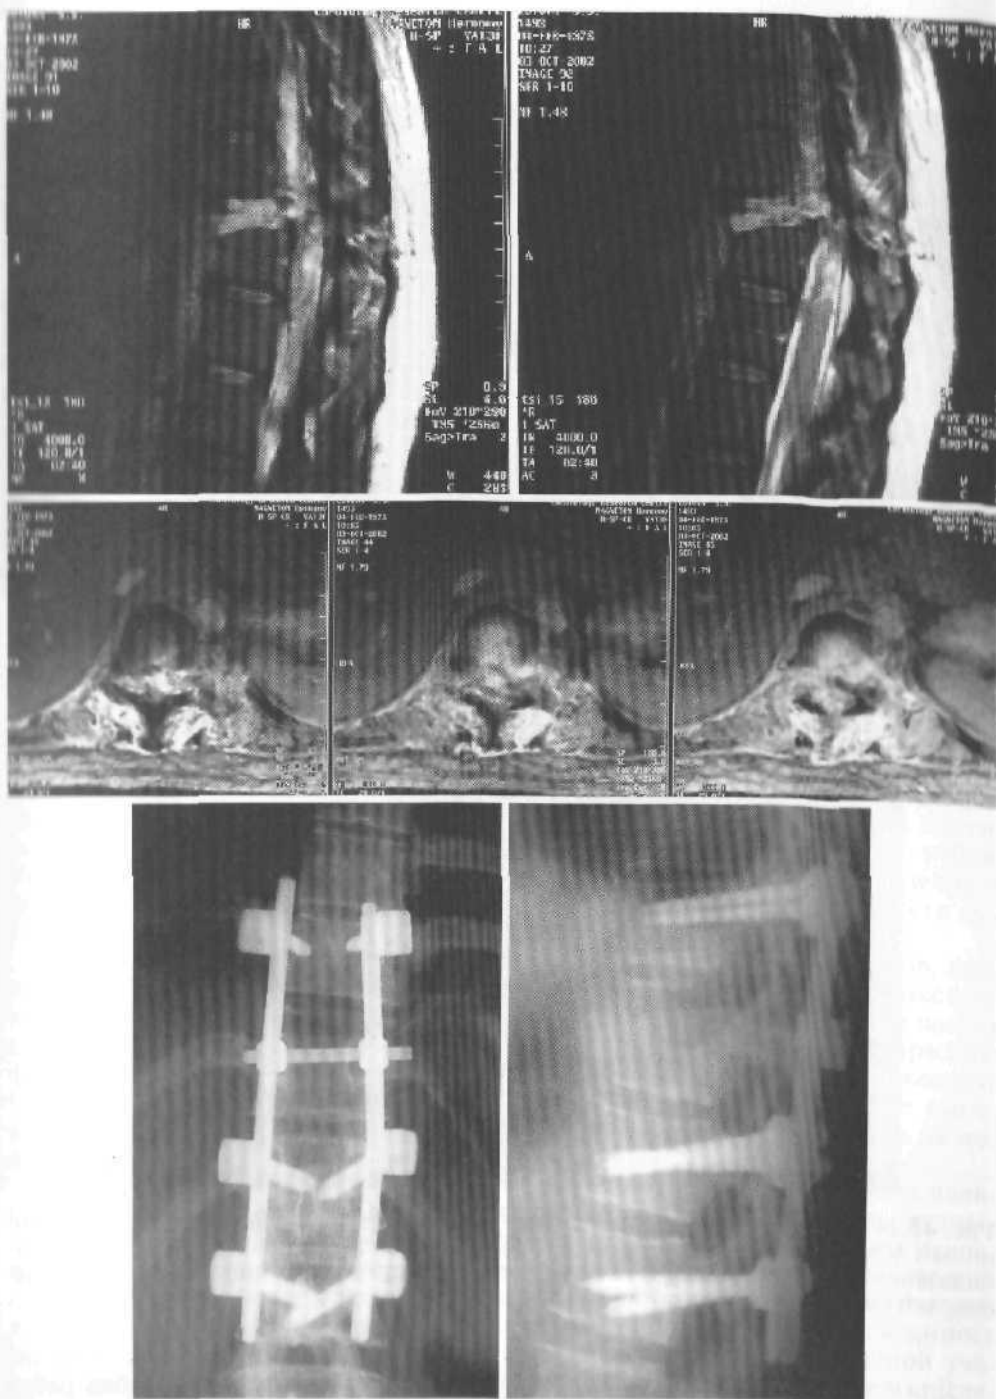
Дооперационные МРТ и послеоперационные спондилограммы больного с компрессионным осложненным переломом Т₁₂. Операция: декомпрессия на уровне Т₁₂, транспедикулярная стабилизация на уровне Т₈—L₁.
